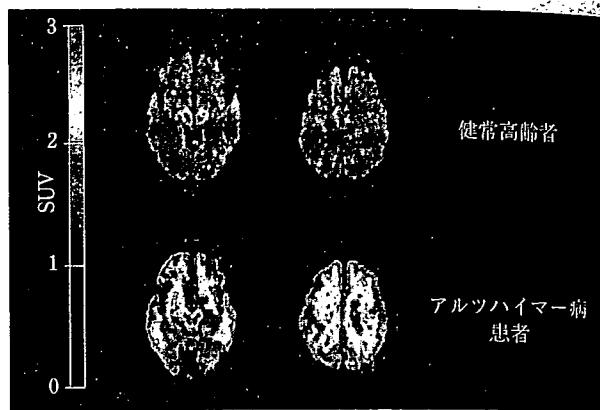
^[11C]BF-227・PETのSUV(standardized uptake value)画像(口絵参照)
